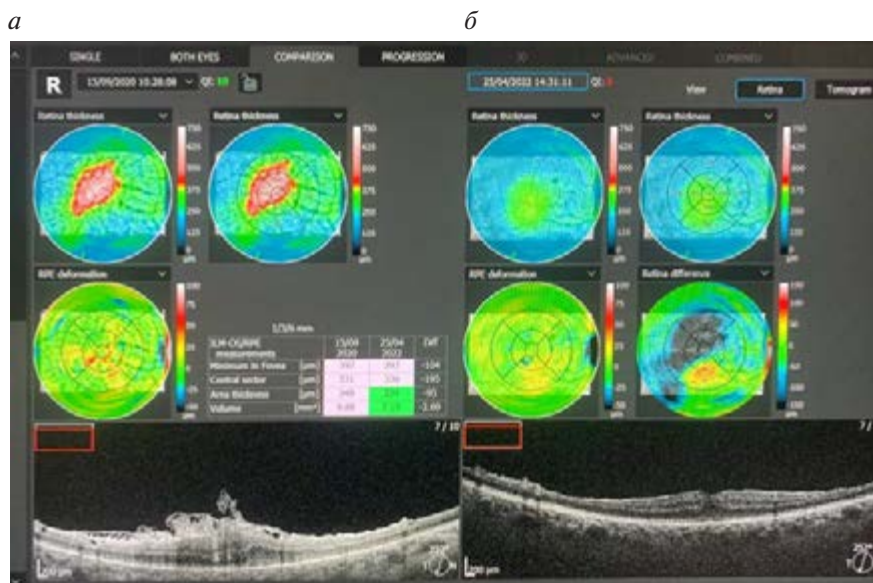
Оптическая когерентная томография глазного дна пациентки Г. с идиопатической эпиретинальной мембраной: *а* — до операции; *б* — после операции
